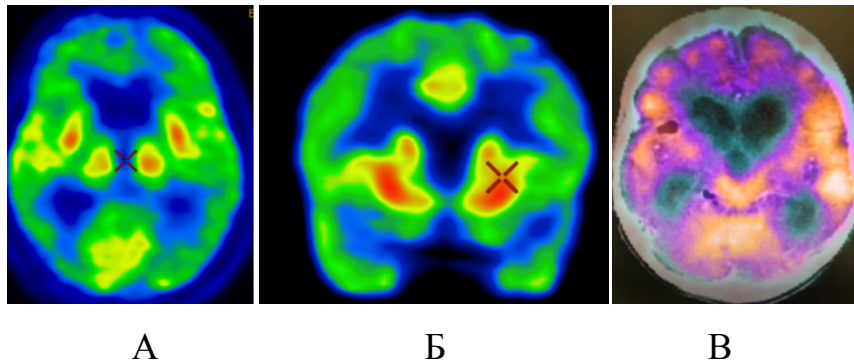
^{18}F -ФДГ ПЭТ у трех пациентов со II паттерном ВС
